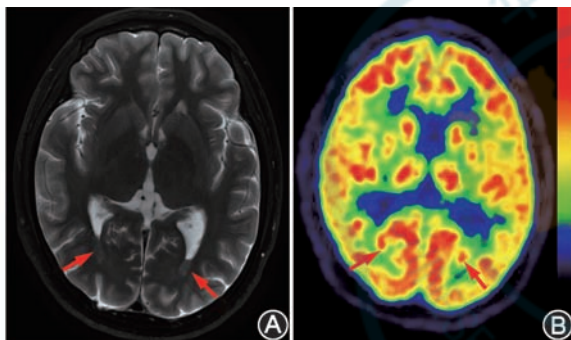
结节状灰质异位患者(男,32岁,发作性愣神,意识丧失14年)MRI 及 ^{18}F -FDG PET 显像图(箭头示病灶) A. MRI 示两侧侧脑室后角及颞角室管膜下斑片状异常信号影,与灰质信号等同;B. ^{18}F -FDG PET 显像示相应部位呈局灶高代谢。立体定向脑电图手术证实为致痫区,行致痫区射频热凝术
